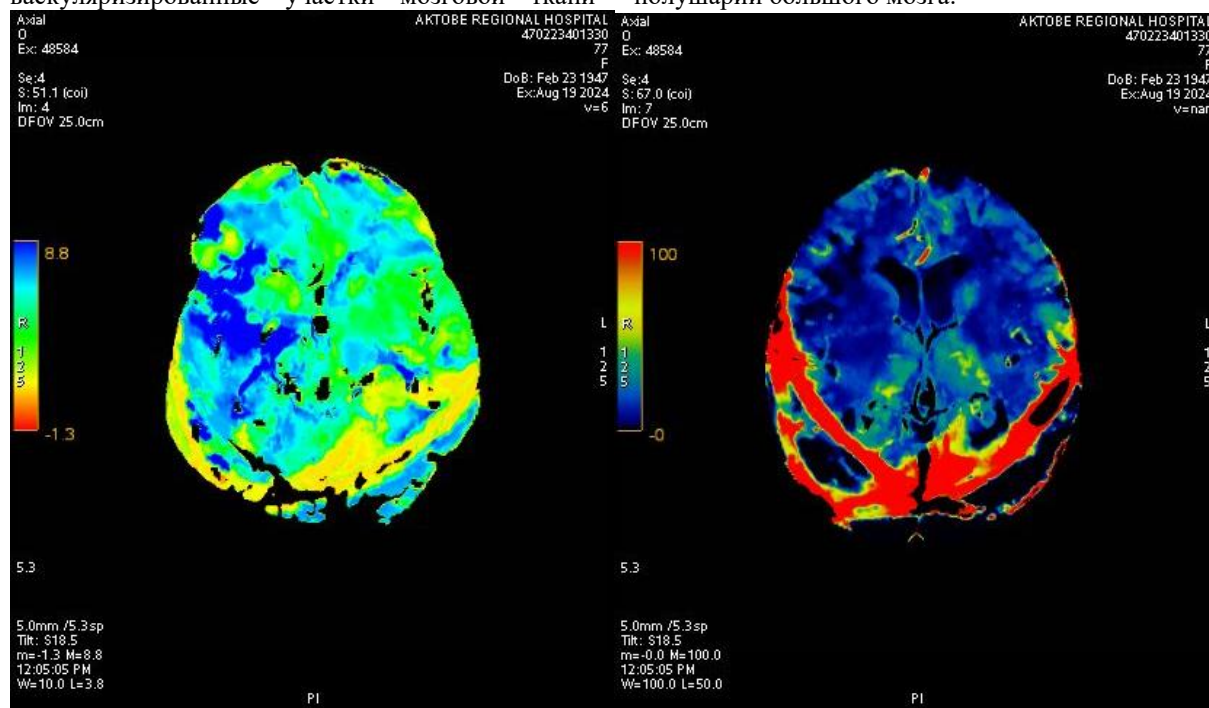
КТП признаки зоны гипоперфузии височной доли правой полушарии большого мозга.
